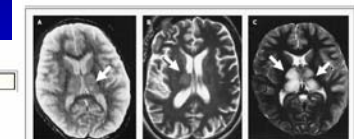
T2-weighted Magnetic Resonance Images Showing High Signal Intensity and Swelling in the White Matter (Axonal) of Patients with Japanese Encephalitis (Panel A), West Nile Encephalitis (Panel B), and Murray Valley Encephalitis (Panel C). Panel B is adapted from Solomon et al.,¹⁰ and Panel C is adapted from Kuroki and Boppre.¹⁹
